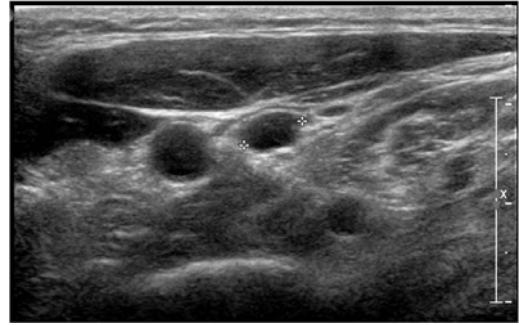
47-year-old women with metastatic lymph node. Ultrasonography shows internal cystic change of lymph node in left lateral neck(level IV). Result of fine-needle aspiration cytology was suboptimal(limited cell), but measured thyroglobulin from aspirate of node was greater than 5000 ng/mL.
